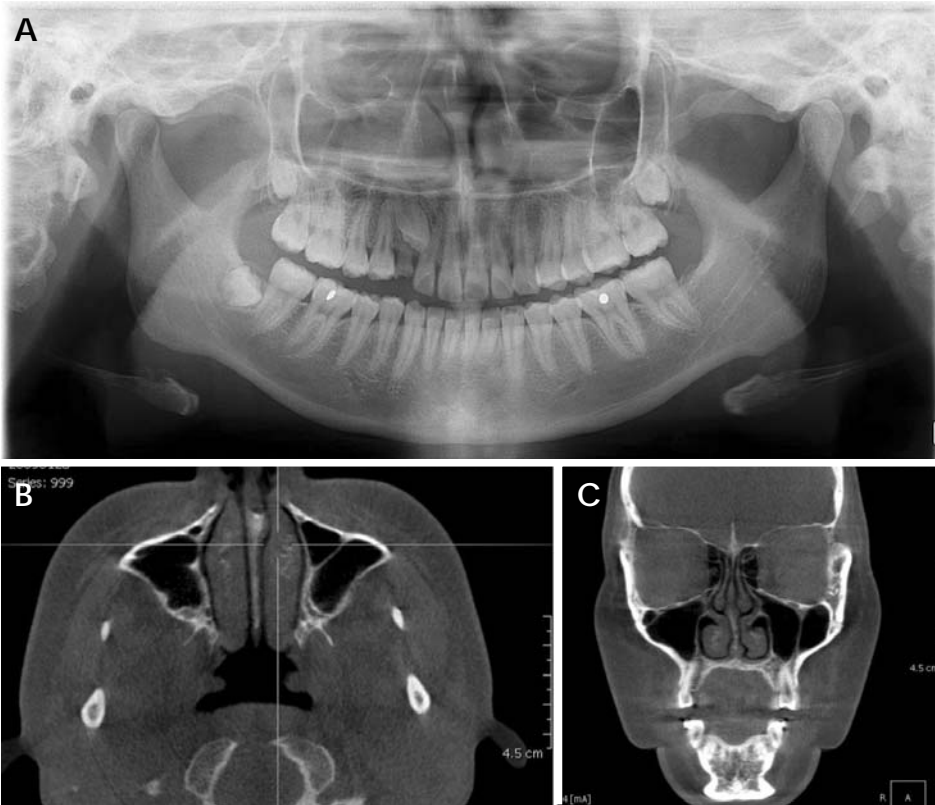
A. Panoramic radiograph of 20-year-old female shows vertical sinus septum at maxillary left first molar area. B. Axial CBCT image shows sinus septa at maxillary left first. C. Coronal CBCT image shows vertical sinus septa at buccal side of maxillary left second premolar area.
